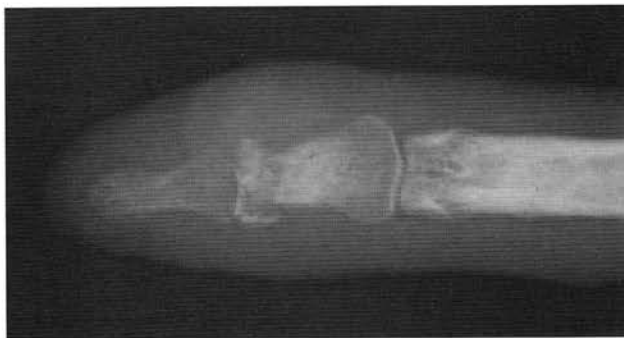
The X-ray on March 12, 2002
